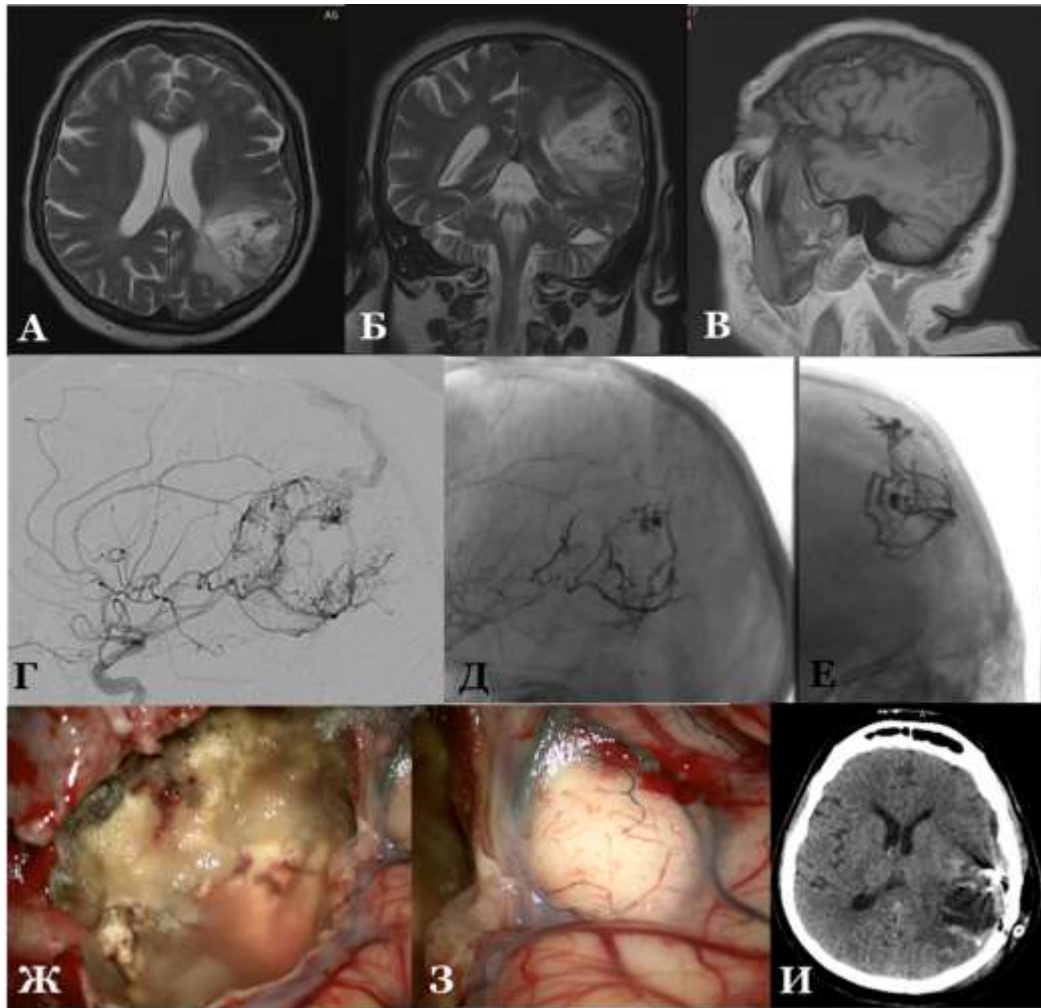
Пример выполнения предоперационной эмболизации высокосложившейся глиальной опухоли на стыке височной и теменной доли левого полушария с целью редукции кровотока артериальной сети опухоли клеевой композицией «Оникс», жен., 64г. (К-ва О.В., и/б № 21929/2020). А, Б, В – предоперационное МРТ в Т2- и Т1-режимах без контрастирования (аксиальная, коронарная и сагиттальная проекции). Г – предоперационная ангиограмма на которой визуально определяется обильная сосудистая сеть опухоли из теменных и височных ветвей левой СМА и крупный венозный дренаж позадитеменной группы вен ВСС. Д, Е – ангиограмма после выполнения суперселективной эмболизации питающей сети опухоли (сагиттальная и коронарная проекции).
